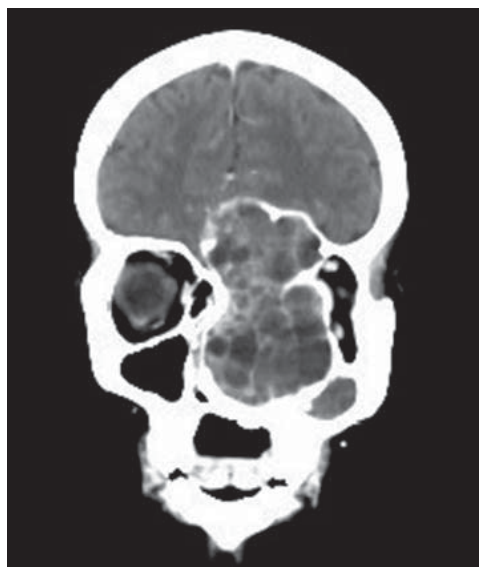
TC coronal con medio de contraste donde se observa la ubicación naso-órbito-frontal del tumor.
